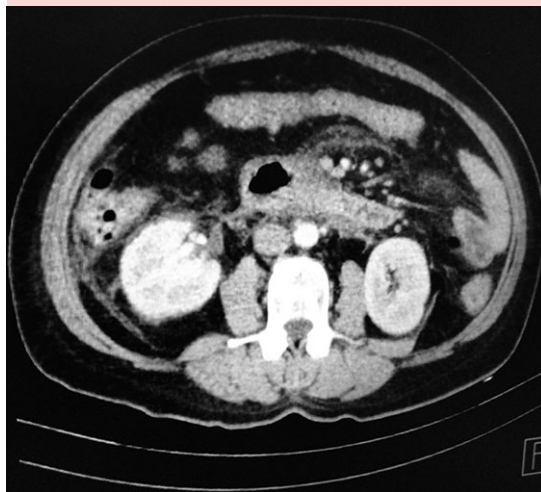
Tomografía computada contrastada en corte axial que muestra pancreatitis intersticial edematosa Balthazar C sin datos de necrosis.
